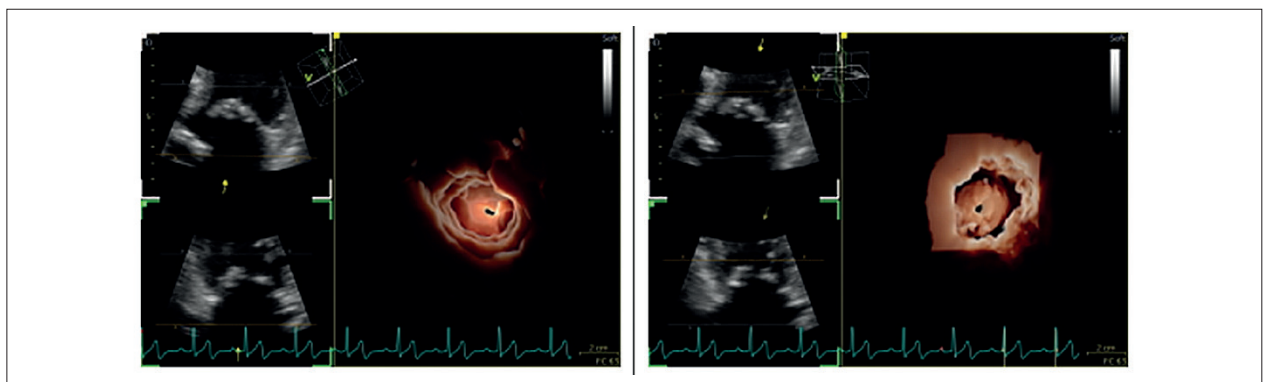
Ecocardiografia transtorácica tridimensional da valva mitral em estenose mitral reumática grave com tunelização. À esquerda, vista atrial com o orifício valvar tunelizado, típico de anatomias reumáticas graves. À direita, vista ventricular evidenciando o trajeto alongado e estreito do orifício funcional, com fusão comissural e restrição subvalvar associada.
